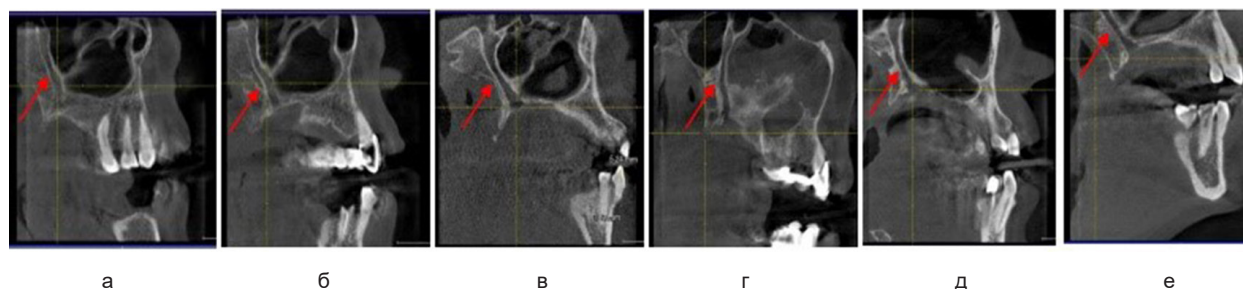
Конусно-лучевая компьютерная томограмма. Форма большого небного канала: а — волнообразный; б — воронкообразный с изгибом в нижней трети; в — в форме «песочные часы»; г — зигзагообразный; д — серповидный; е — прямой
